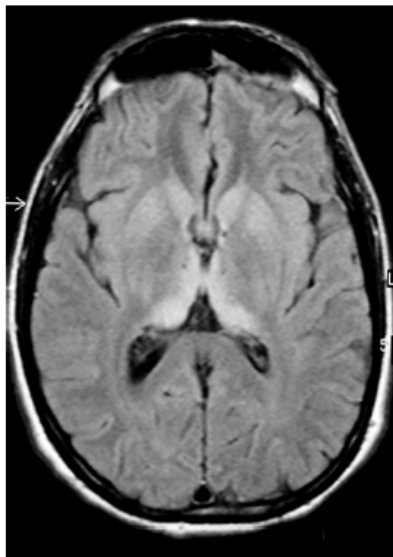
RMN mostrando el “signo del pulvinar” en un caso de vECJ, en el que se observa una hiperintensidad del núcleo caudado y putamen, pero una intensidad mucho mayor en la región talámica posterior (Brandel & Knight, 2018).
